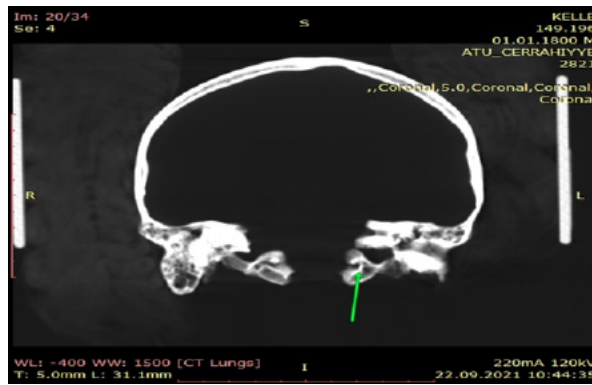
CT of female skull. II adulthood period. Complete division of the left hypoglossal canal is indicated by an arrow
